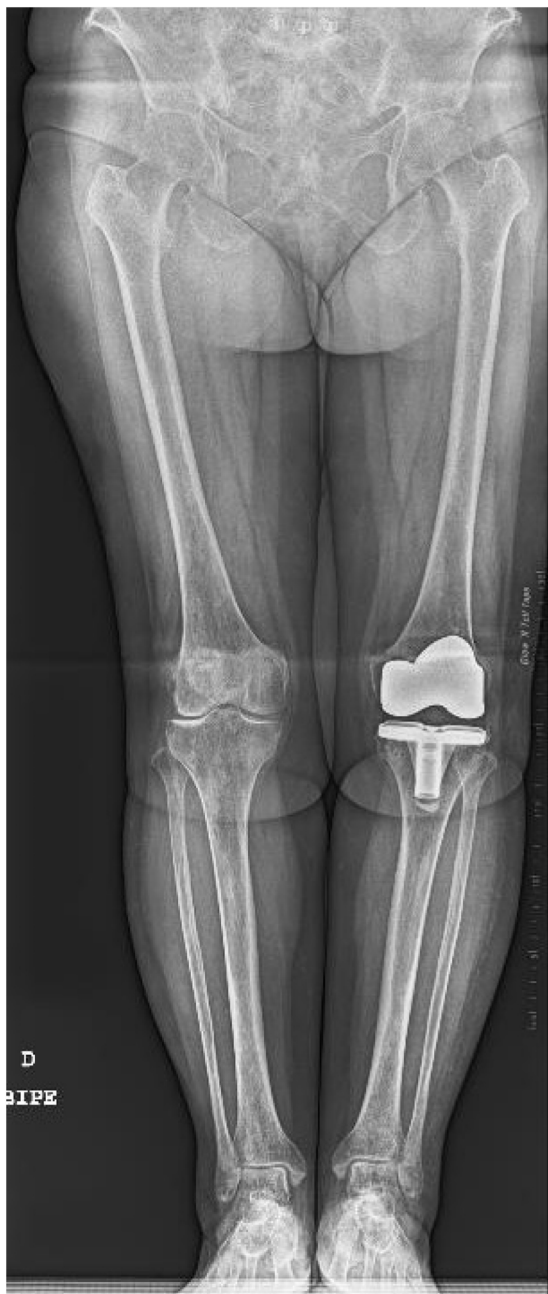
Radiografía postoperatoria.
